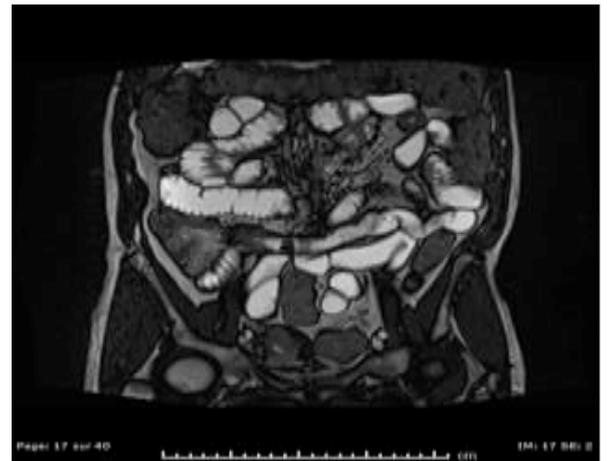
phénotype sténosant de MC en Entéro-IRM
